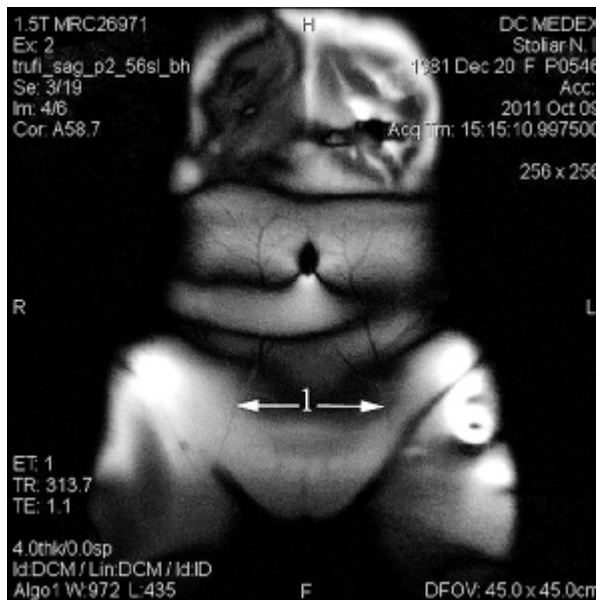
МРТ ангіографія тулуба, фронтальний зріз
